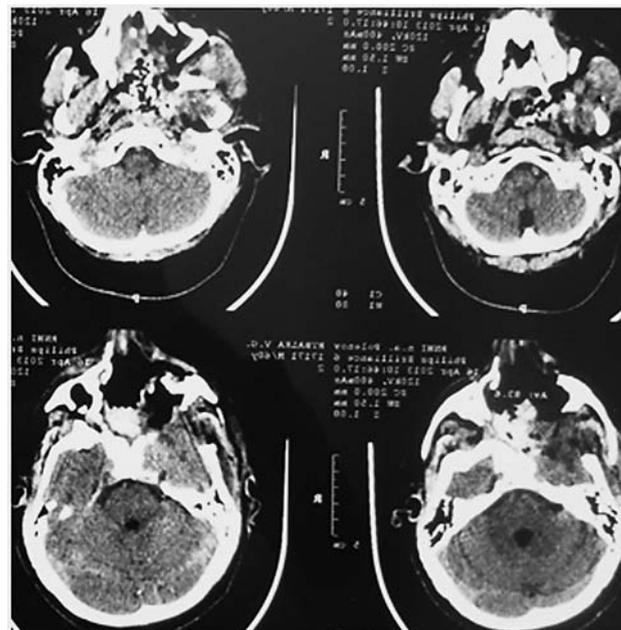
Послеоперационная КТ с контрастированием, остатков опухоли не выявлено
